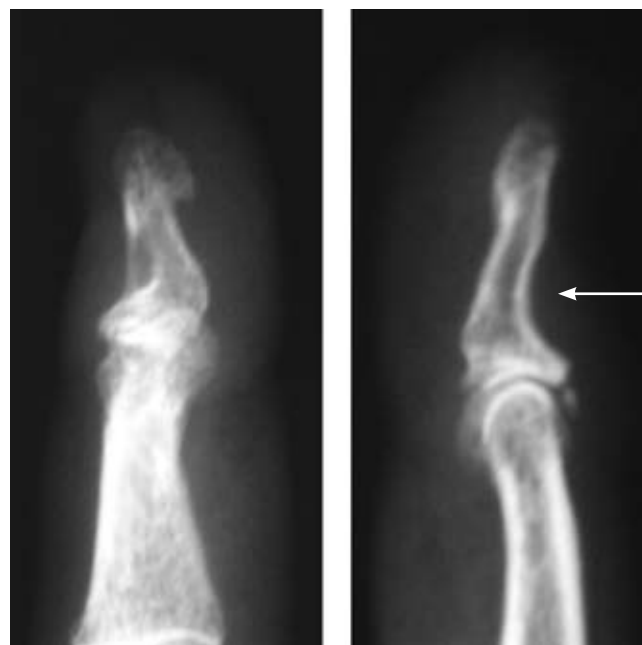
Radiografías lateral y oblicua de un dedo índice donde se identifica deformidad dorsal de la falange distal por compresión extrínseca relacionada con un tumor glómico (flecha).
